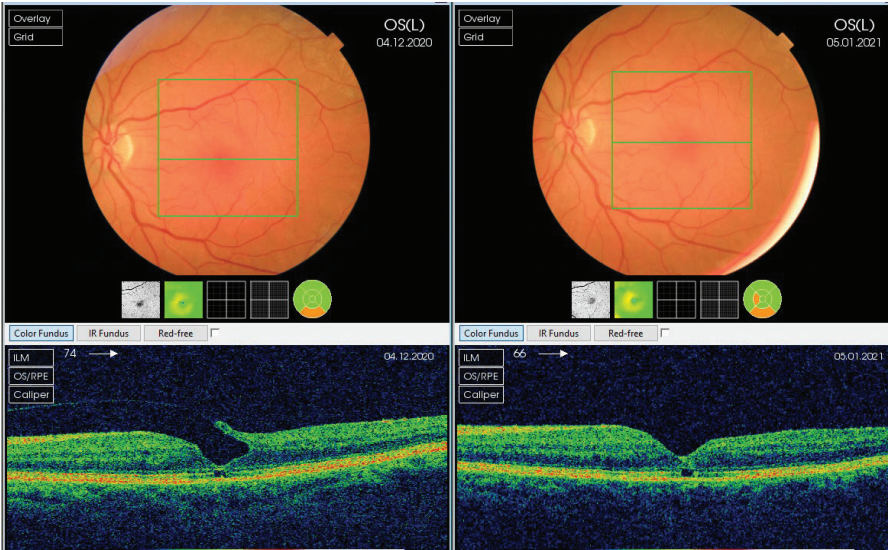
Хірургічне лікування тракційного ламелярного макулярного розриву. Оптична когерентна томографія перед операцією та через місяць після операції закритої вітректомії.
